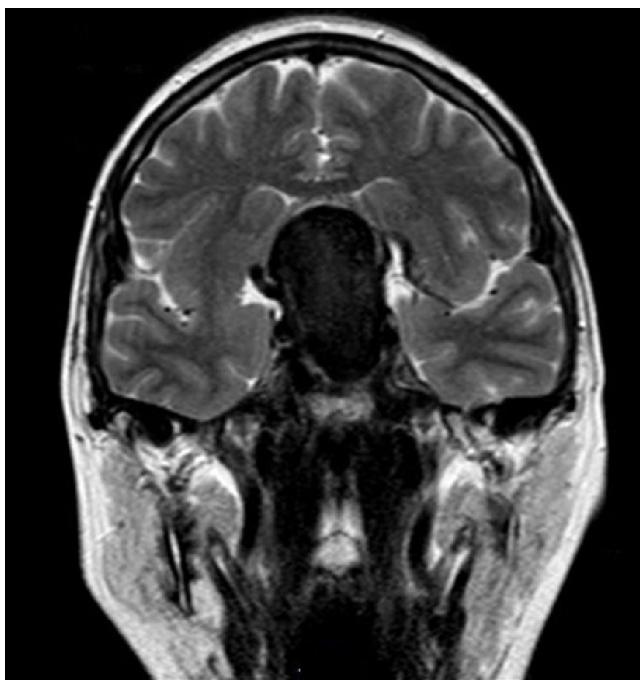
Resonancia magnética selar, corte coronal, lesión de hipófisis con realce periférico luego del gadolinio.
